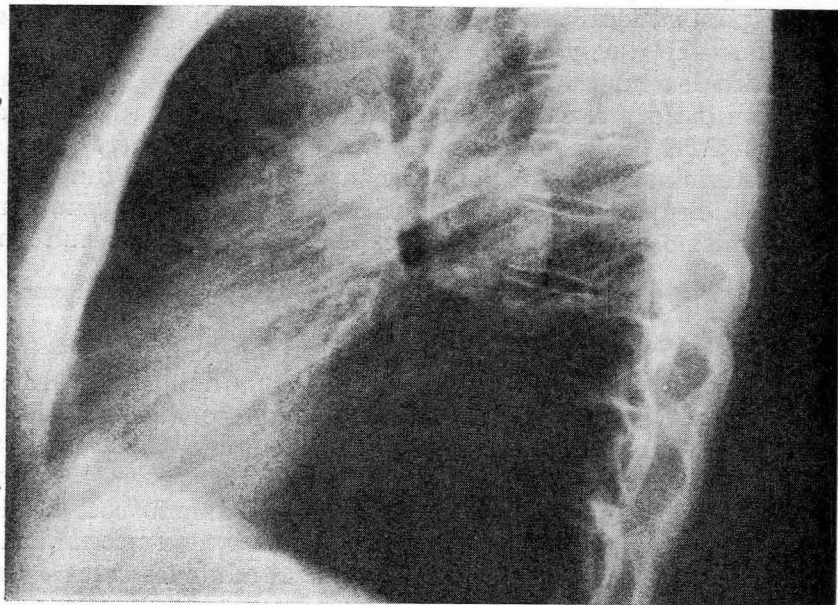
Radiografía lateral de tórax del mismo caso anterior.
